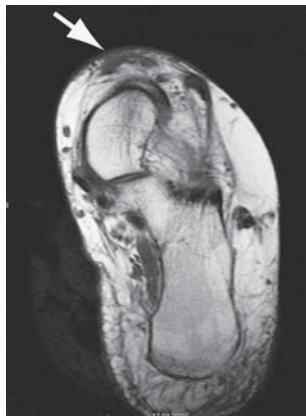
Auf den Magnetresonanz-Abbildungen ist eine komplette Ruptur der Tibialis anterior-Sehne in verschiedenen Ebenen abgebildet (Pfeile). Man erkennt das Ausmass der Ruptur sowie den Grad der Retraktion.
